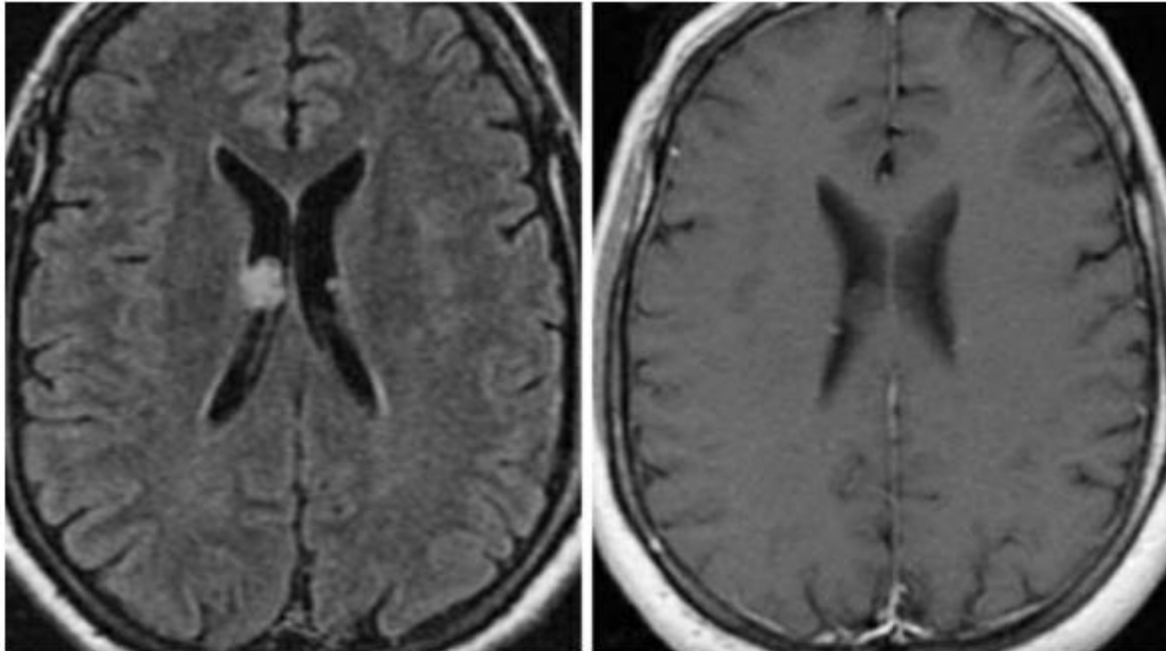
脑室内小结节状室管膜下瘤，在 FLAIR 加权相上呈高信号（左），是一种罕见的良性肿瘤。增强后有多种表现，这例在 T1 加权相增强后无明显强化（右）。
